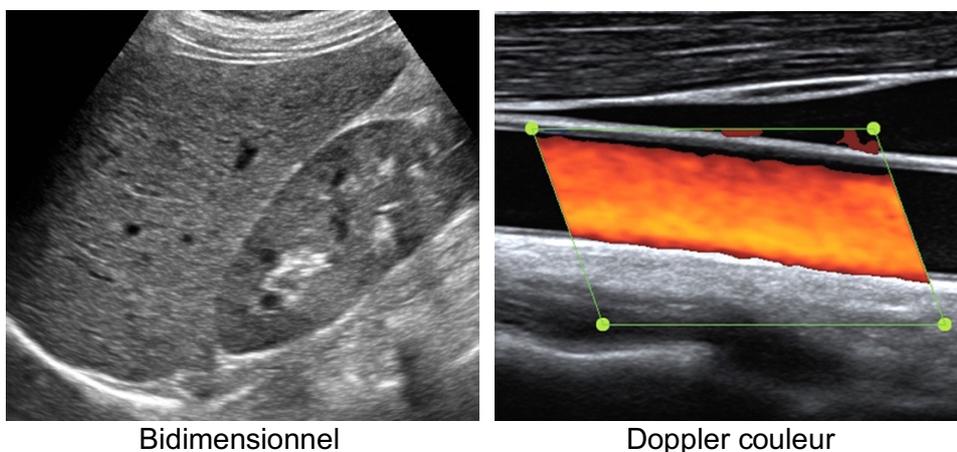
modes d'examen échographiques
